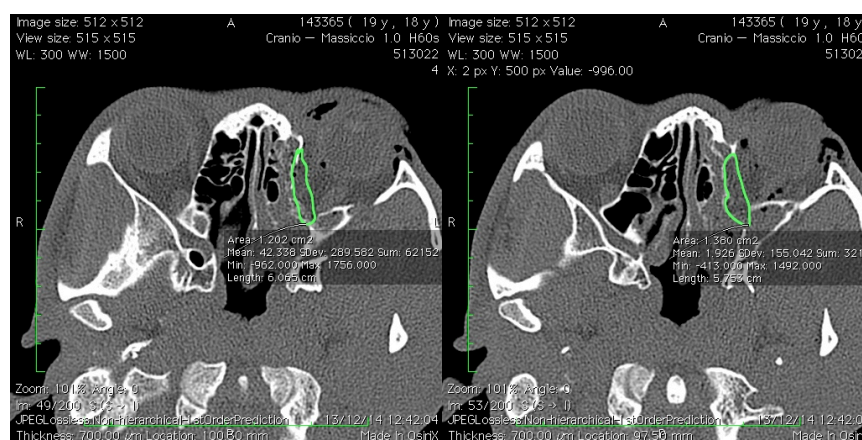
Misurazione su scansioni TC in assiale della quota di tessuto endo-orbitario erniato.
